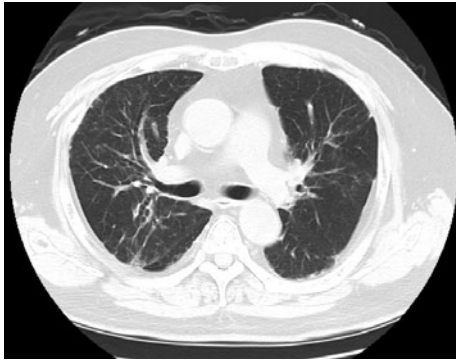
胸部CT (第40病日). 浸潤影およびすりガラス影の改善を認める.
